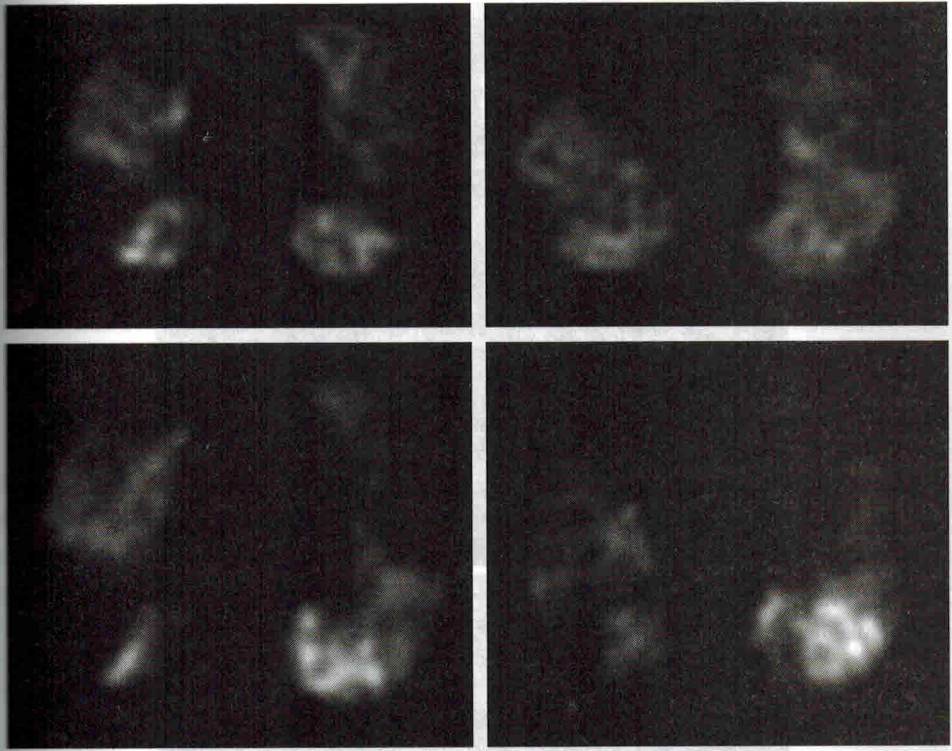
Множественные дефекты перфузии у больного ХТЭЛГ. Обратите внимание на размытость контуров перфузионных дефектов и диффузное снижение перфузии некоторых областей.
